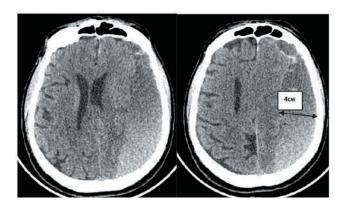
МСКТ головного мозга пациента К. Субдуральная гематома левого полушария. Стрелкой обозначена максимальная толщина гематомы — 4 см
